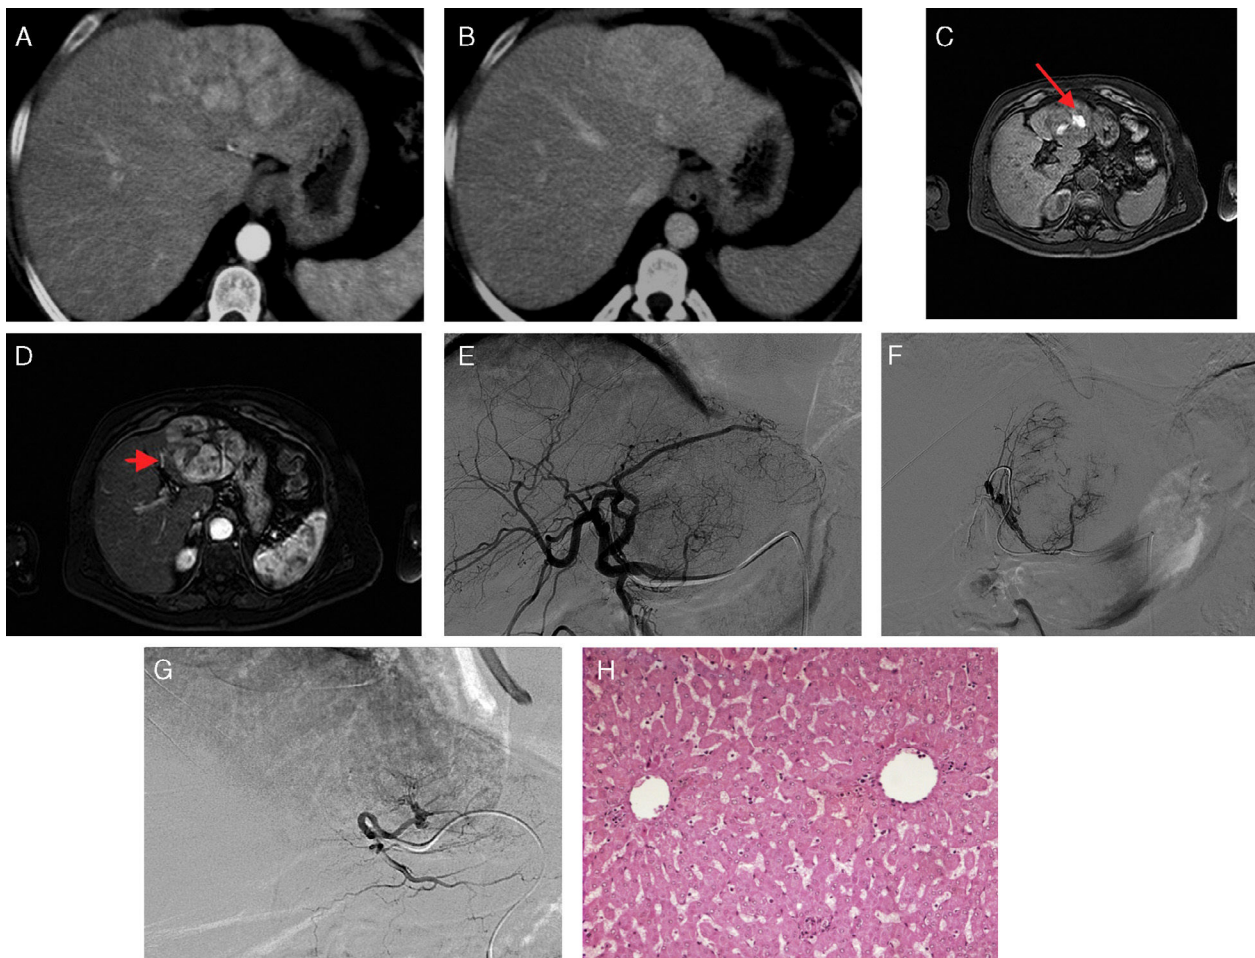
Adenoma. A y B) Estudio de tomografía computarizada con contraste en fase arterial (A) y portal (B) que muestra una lesión compatible con adenoma en lóbulo hepático izquierdo (LHI). C) Resonancia magnética (RM) T1 GRE SG sin contraste. Se observa masa en el LHI con focos centrales de hemorragia (flecha). D) RM T1 GRE SG con contraste en fase arterial donde se observa la lesión hipervascularizada con el vaso aferente (cabeza de flecha) dependiente de la arteria hepática izquierda. E-G) Arteriografía y embolización selectiva de la lesión con alcohol de polivinilo de 500-700 μ . H) Corte histológico de la pieza quirúrgica que muestra hepatocitos diferenciados con normal relación núcleo-citoplasma, carente de espacios porta.
